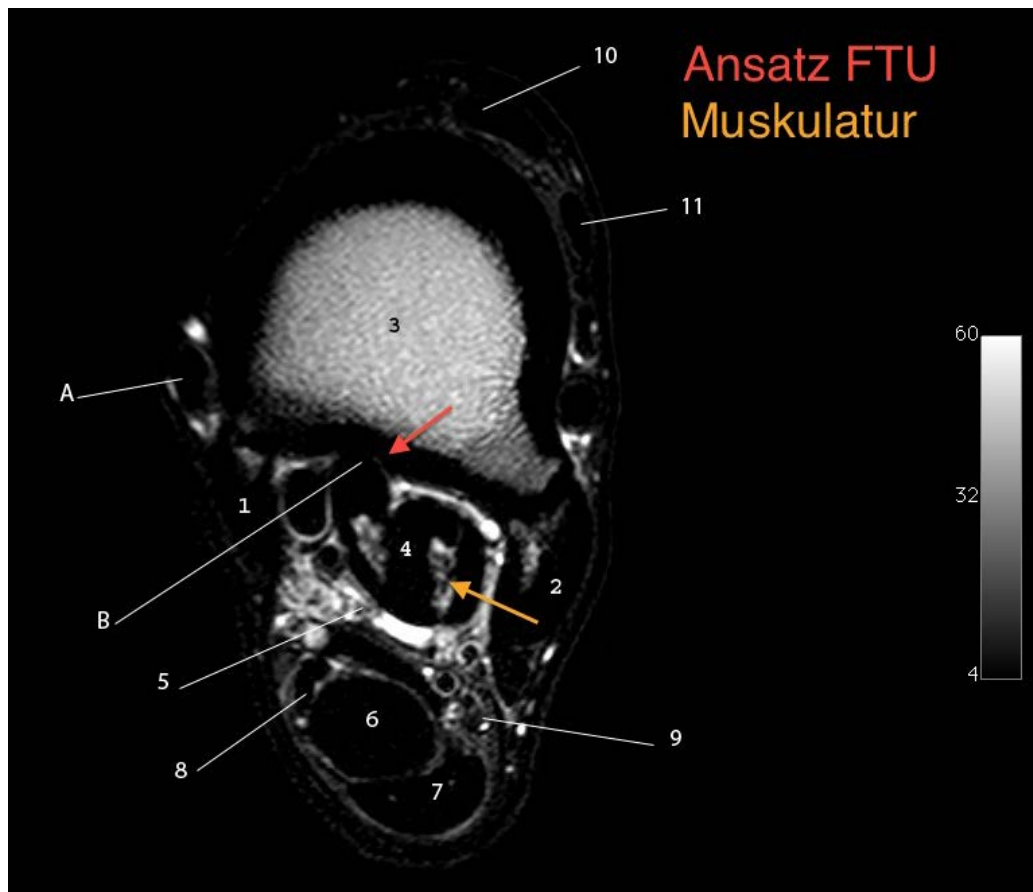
MRT- Bild einer Fesselträgerursprungsdesmitis und einer Exostenbildung des Os metatarsale III
